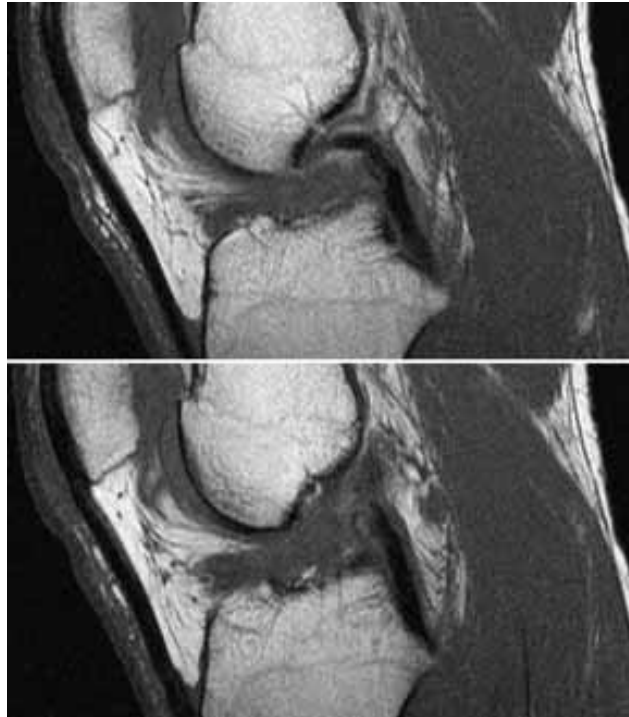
MRT-Aufnahme einer VKR
